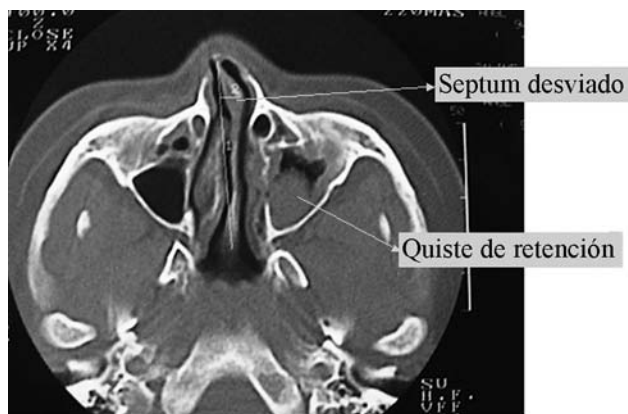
Tomografía axial computada que muestra una desviación rinoseptal y un quiste de retención en el seno maxilar izquierdo.
